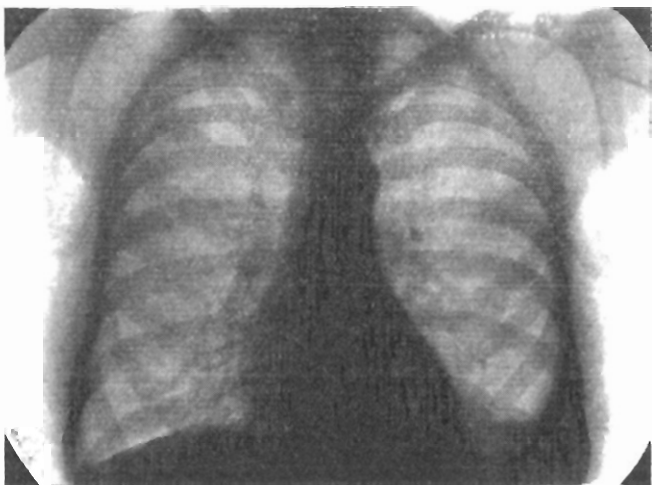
Radiografía torácica a los 22 días (13-IV-57) de la intervención. Se aprecia —comparándola con la anterior— la regresión del tamaño de la silueta cardíaca al que tenía antes de la operación. Sigue observándose la opacidad del seno costodiafrágico citada en las anteriores radiografías.
